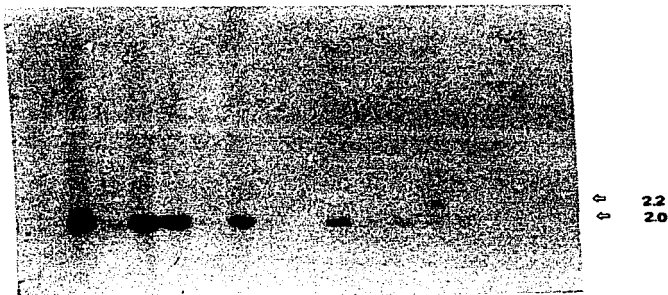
Autorradiografía de Southern con el polimorfismo de los sitios *Ava* II ligados al gen β .
